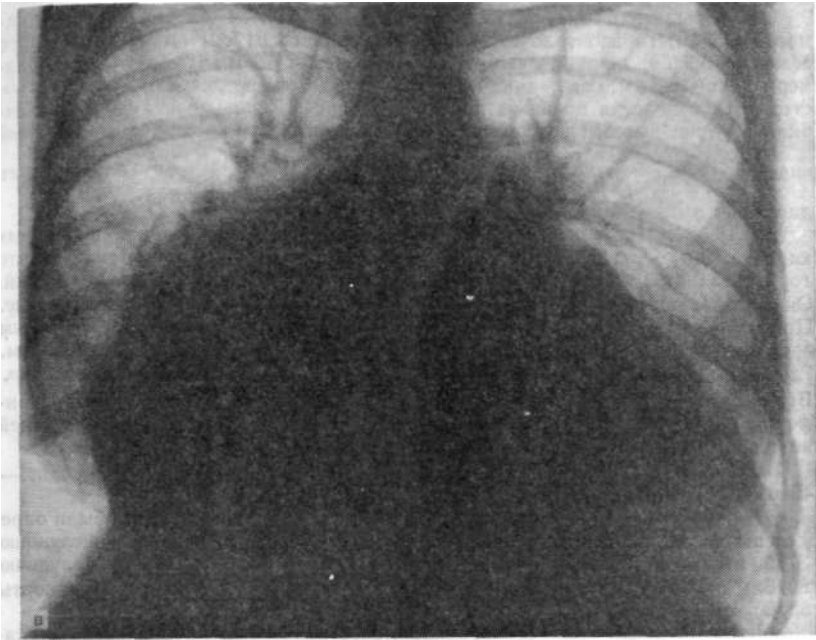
Рентгенограммы больной Г.-Ф. Р., 28 лет.
